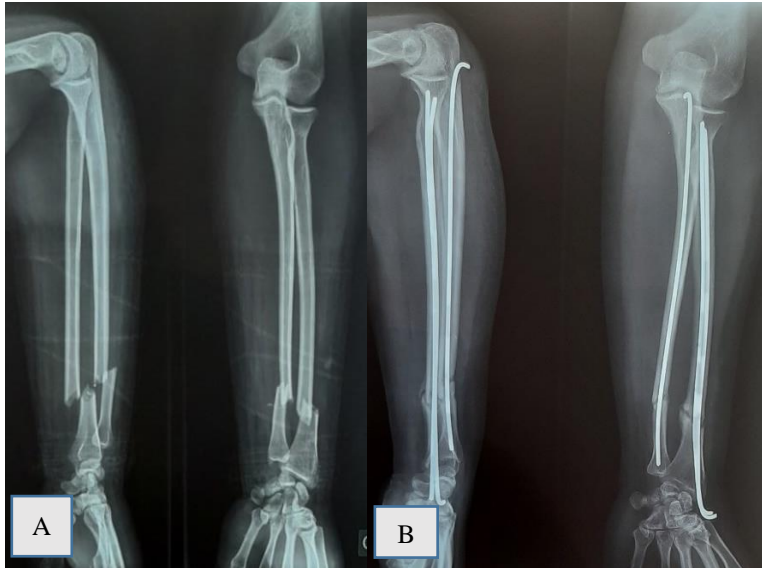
Radiographies de l'avant-bras gauche d'une patiente de 30 ans. Traumatisme initialement ouvert en regard du foyer radial. Consultation tardive avec début d'infection
